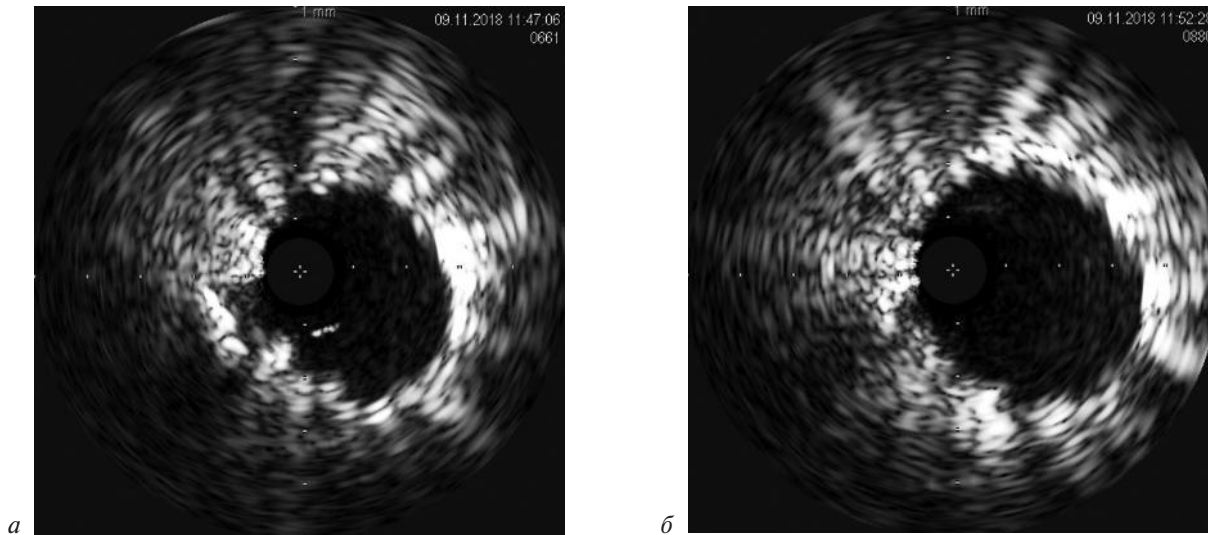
Результат стентирования внутренней сонной артерии (ВСУЗИ):
